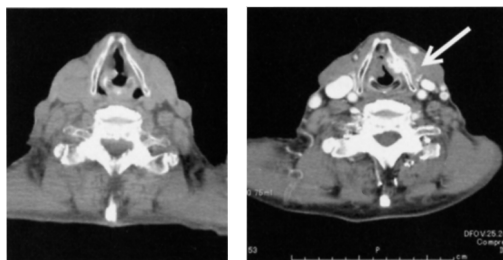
CT scan (left: 2008/05/12, right: 2009/02/19)
